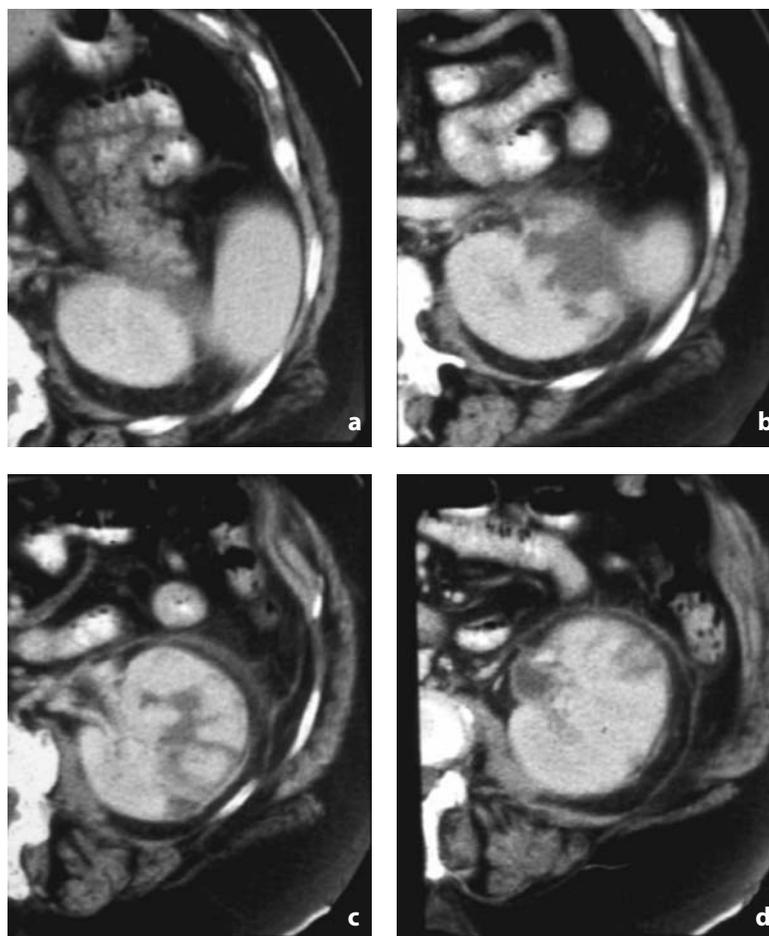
TC con mdc. Pielonefrite acuta complicata (paziente diabetica). L'esame TC evidenzia grossolane bande ipodense espressione di pielonefrite acuta (c-d), complicata con colliquazione ed estensione nello spazio perirenale (b). Si nota, inoltre, sfumatura del grasso anche in sede perirenale anteriore (a-b). Sono riconoscibili l'ispessimento della fascia renale anteriore (c-d) e l'ispessimento della parete della pelvi renale (d)
